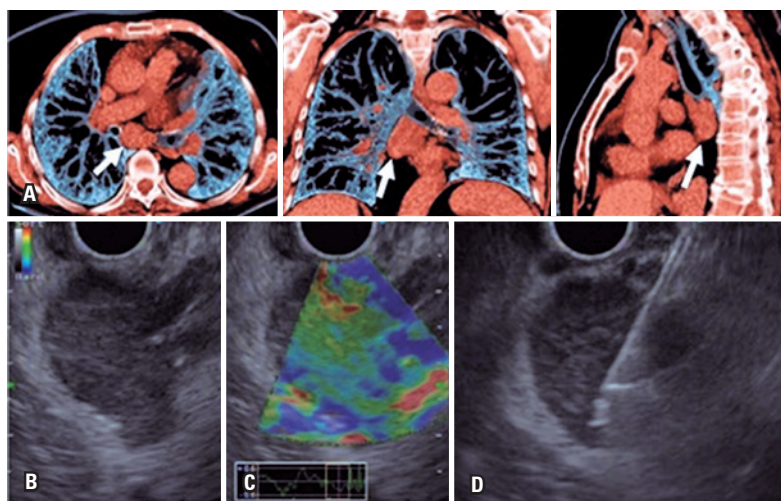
Linfonodo subcarinal. (A) Reconstrução da tomografia de tórax em cortes axial, coronal e sagital, com aumento de linfonodo subcarinal (seta branca); (B) Linfonodo hipocogênico, homogêneo, com centro hiperecogênico, tamanho ao redor de 30mm; (C) Elastografia qualitativa com características benignas (tons esverdeados); (D) Punção ecoguiada
